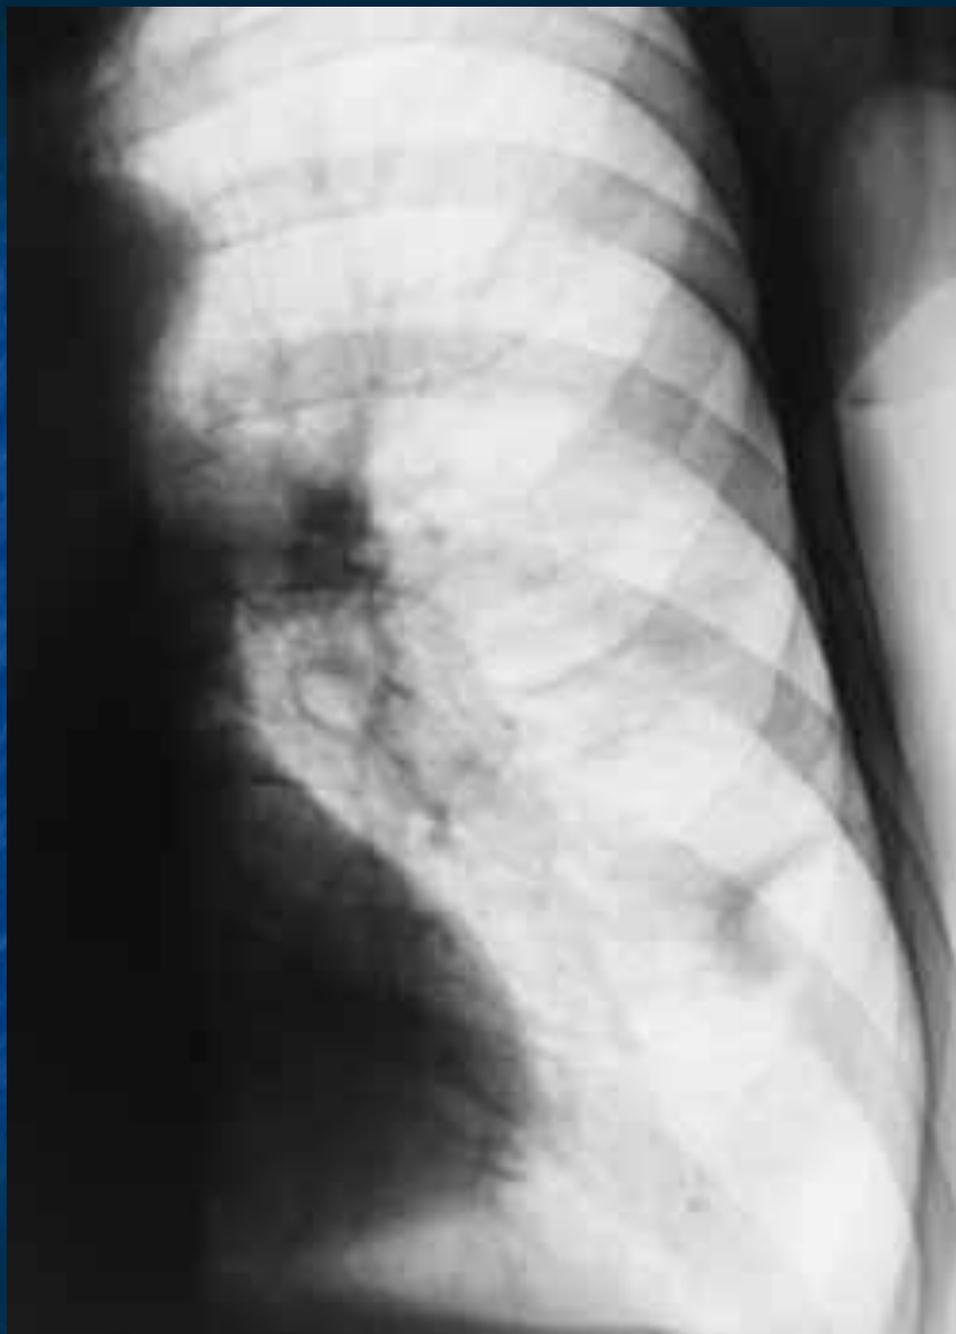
Плоскоклеточный рак. Дополнительная тень неоднородной структуры с неровными, нечеткими мелкозазубренными контурами. Цифровая томограмма
